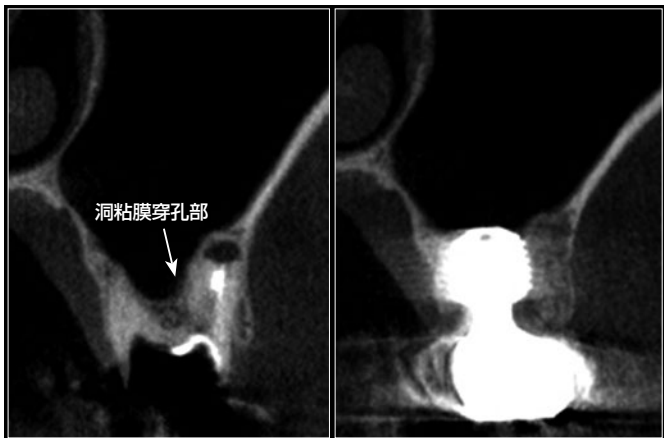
図 L-17: 術前(左)・術後(右)のCT所見の比較。インプラント周囲の骨化が進み、洞粘膜も治癒しているのがわかる。骨補填材を使用していないので上顎洞内はクリアである。
